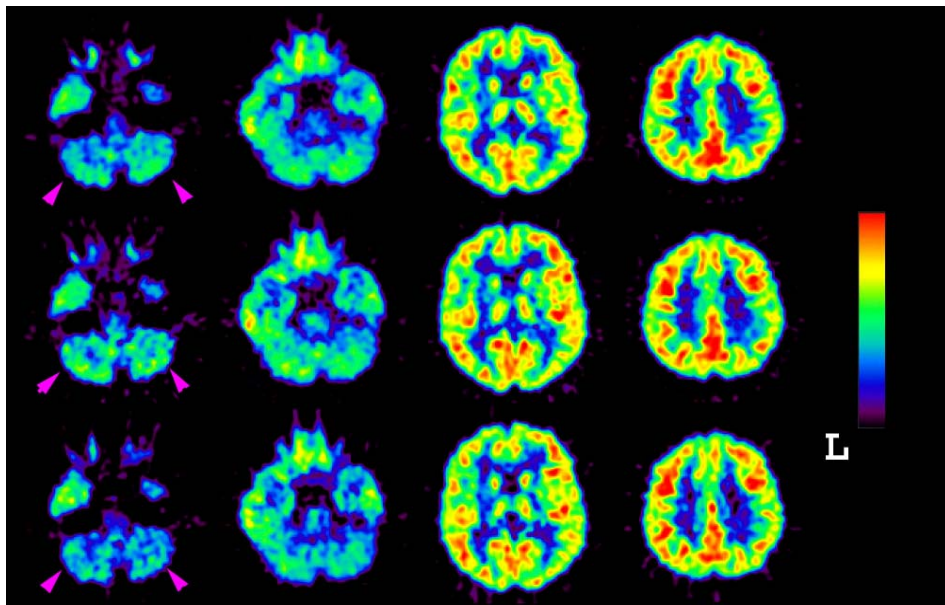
初回検査時 27 歳の男性の FDG-PET 画像の経時的変化。
